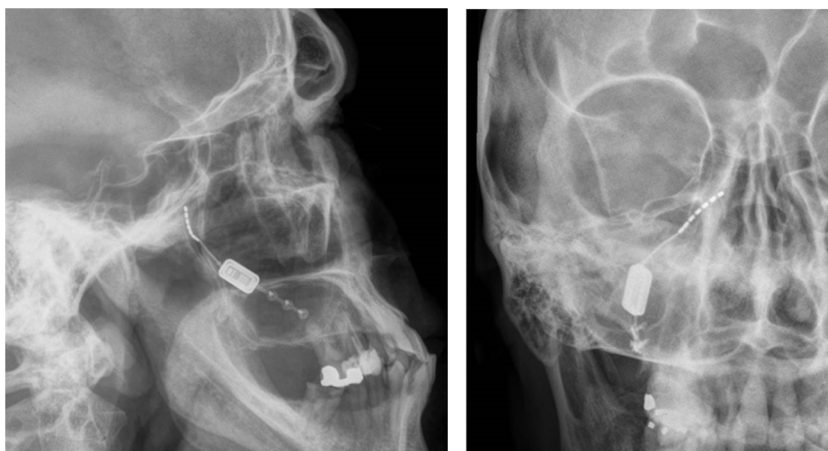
Radiografías, perfil y posteroanterior, mostrando un dispositivo de neuroestimulación inalámbrico implantado en la fosa pterigopalatina en un paciente con cefalea en racimos crónica refractaria ipsilateral (cortesía del Dr. José Miguel Láinez, Hospital Clínico Universitario, Valencia).
